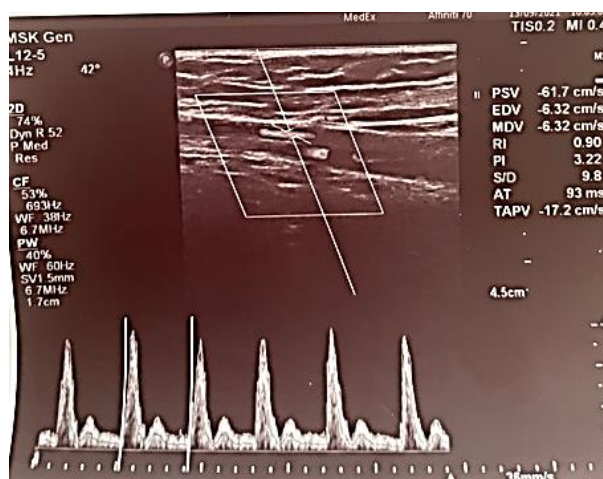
28.08.2021 УЗИ артерий и вен верхних конечностей. Брахиоцефальный ствол: интима медиа неравномерно утолщена до 0,09–0,11 см. Общая сонная артерия с обеих сторон интима медиа диффузно неравномерно утолщена
